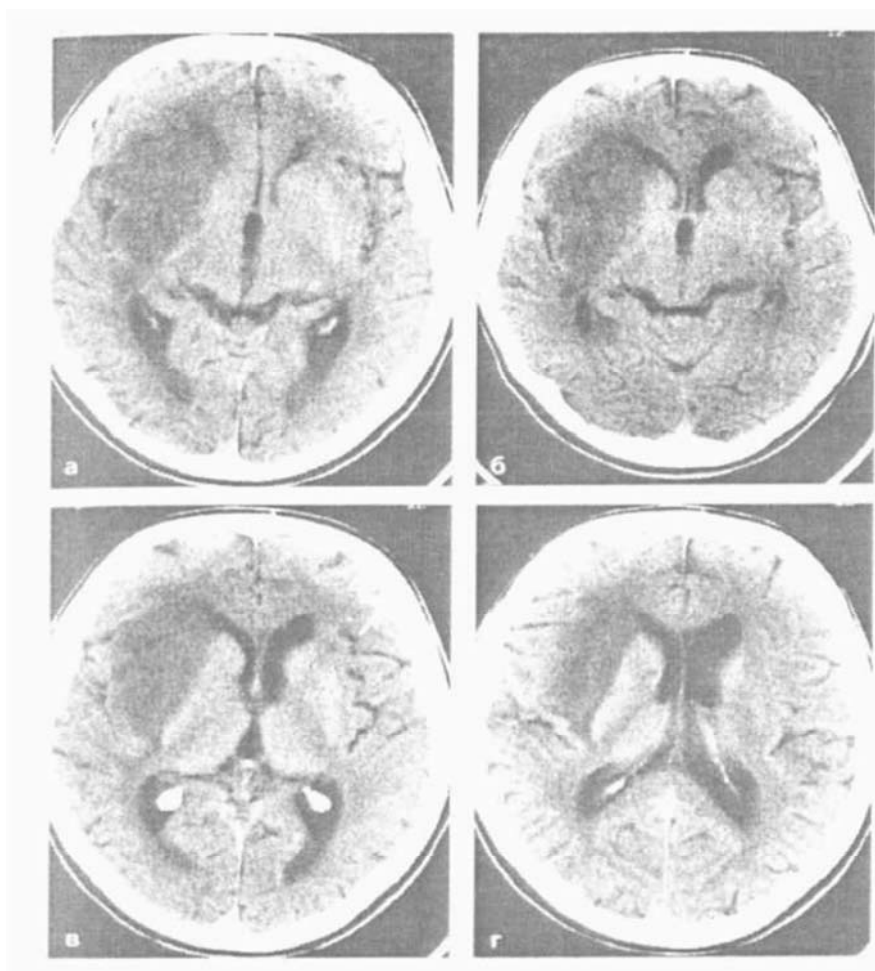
КТ. Олігодендрогліома 2 ступеня (а-г).
